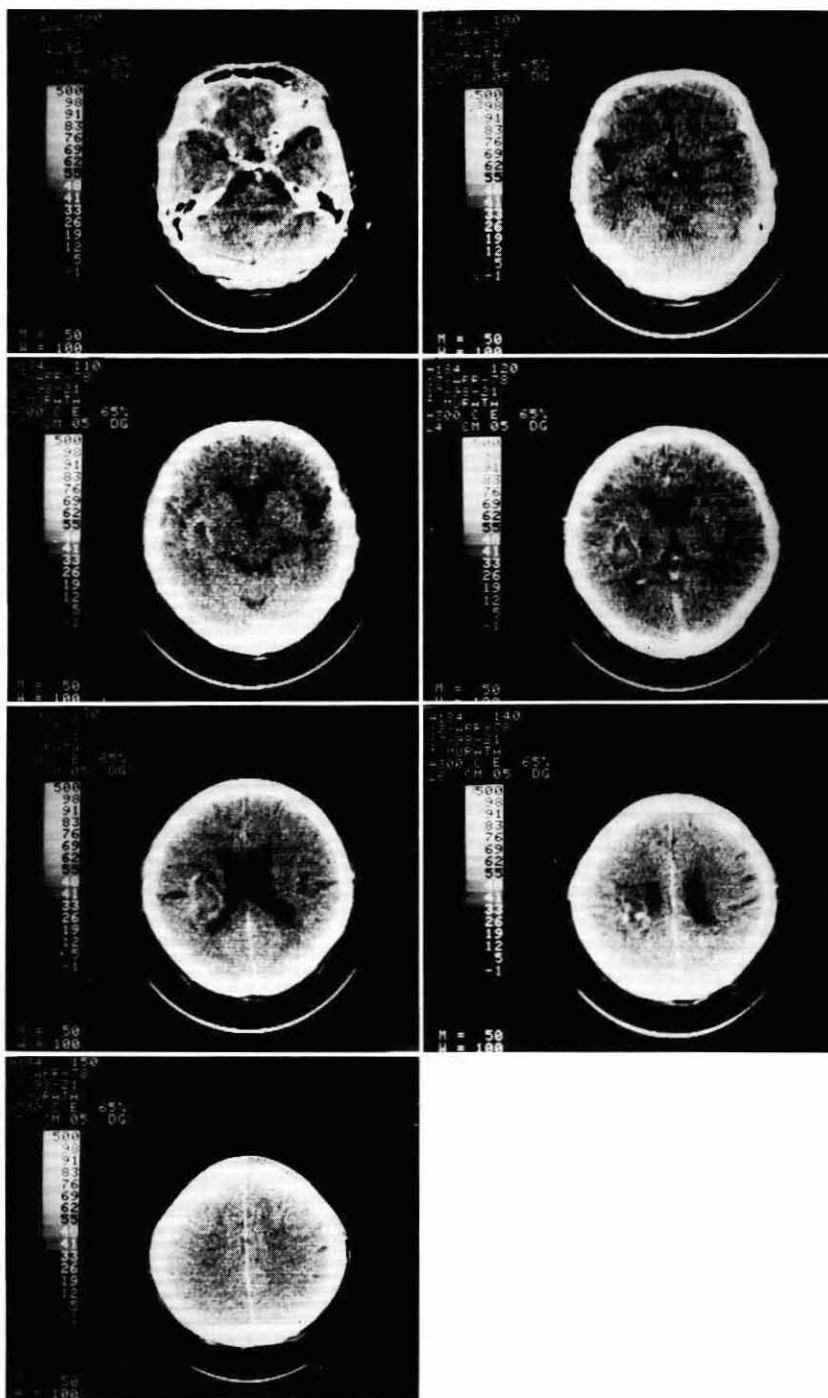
Der computer-tomographische Befund (bei Kontrastmittelinjection)
